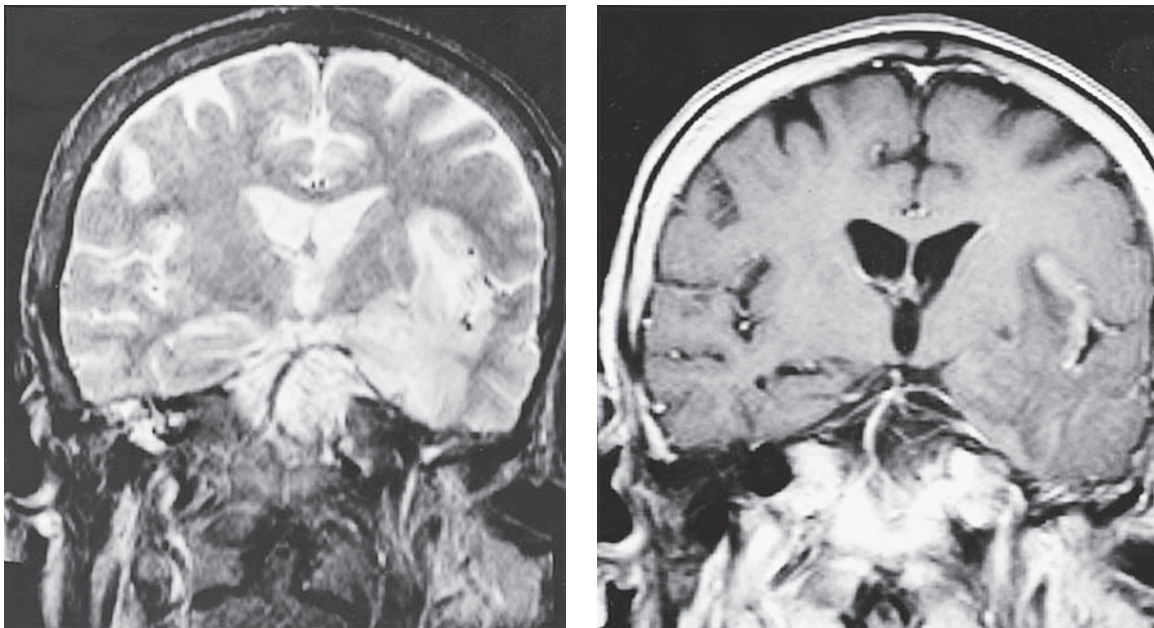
Encefalitis por virus del herpes simple. *Izquierda:* imagen de RM coronal T2 en el plano axial, tomada durante la etapa aguda de la enfermedad. Se observa un incremento de la señal de casi toda la parte inferior y profunda del lóbulo temporal, y la corteza insular. *Derecha:* imagen T1 después de administrar gadolinio que muestra intensificación de las cortezas insular y temporal izquierdas, y afección temprana del lóbulo temporal derecho.
